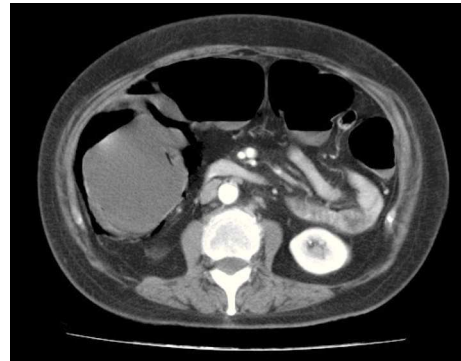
Neumatosis intestinal en TAC de abdomen.
